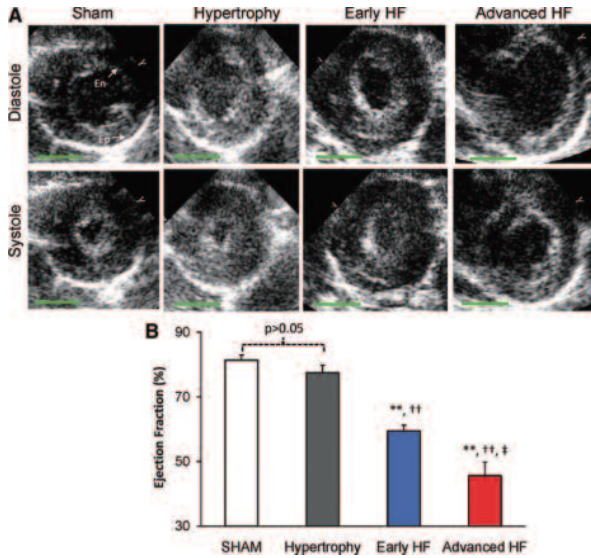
심근비대 및 심부전 시 심장 초음파를 이용한 수축기능의 비교 고찰. A, 대조군(SHAM), 심근비대(Hypertrophy), 심부전 초기(Early HF), 심부전 후기(Advanced HF) 심장에서 이완 말기 및 수축 말기에 측정된 초음파 영상. B, 위 네 그룹에서 심박출 효율의 비교. 심근비대 시에는 수축 기능이 정상임.
